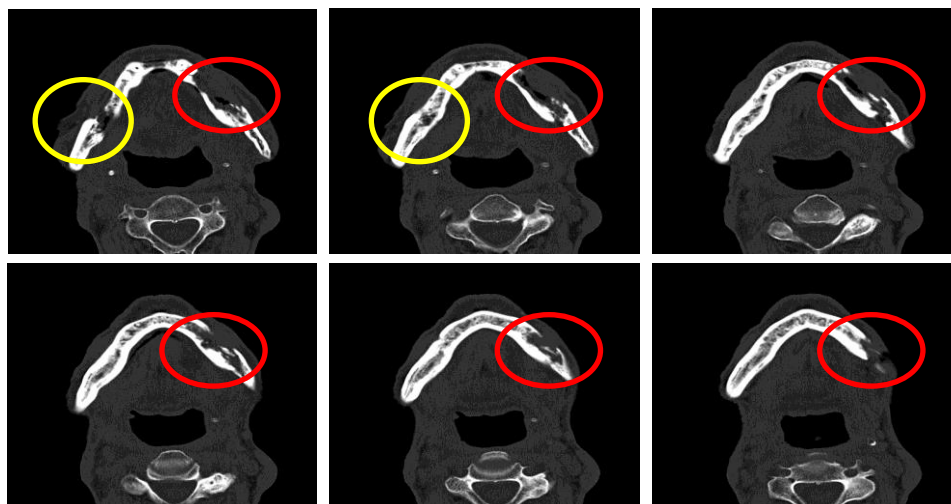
Sequência de imagens da TC evidenciando a lesão de ORN, lado esquerdo (marcação em vermelho), bem como outra lesão de ORN ou recidiva de CEC em mandíbula, lado direito, não perceptível clinicamente nem nas radiografias anteriores (marcação em amarelo)
